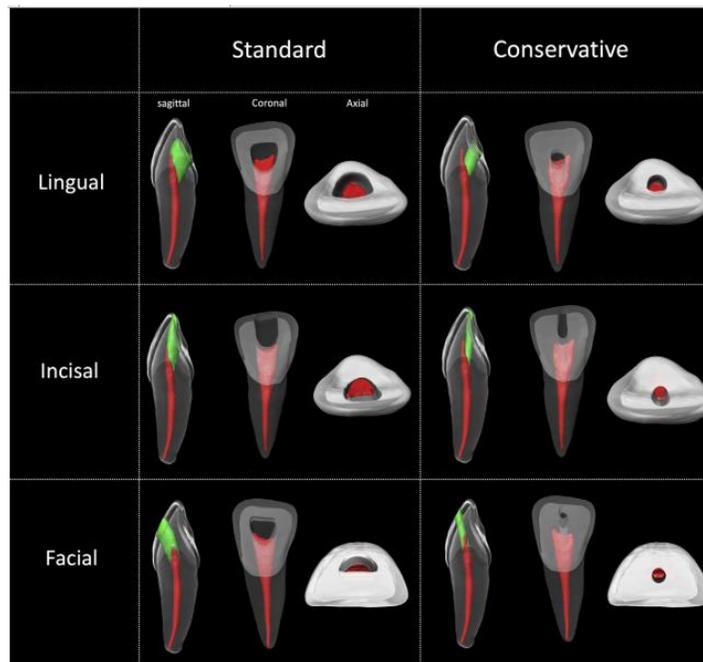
Una ilustración de microtomografía computarizada de un incisivo central superior que muestra las preparaciones de la cavidad de acceso lingual, incisal y facial de manera estándar y conservadora. El acceso se presenta desde las vistas sagital, coronal y axial. Las áreas verdes representan la estructura dental eliminada durante la preparación del acceso.¹²
